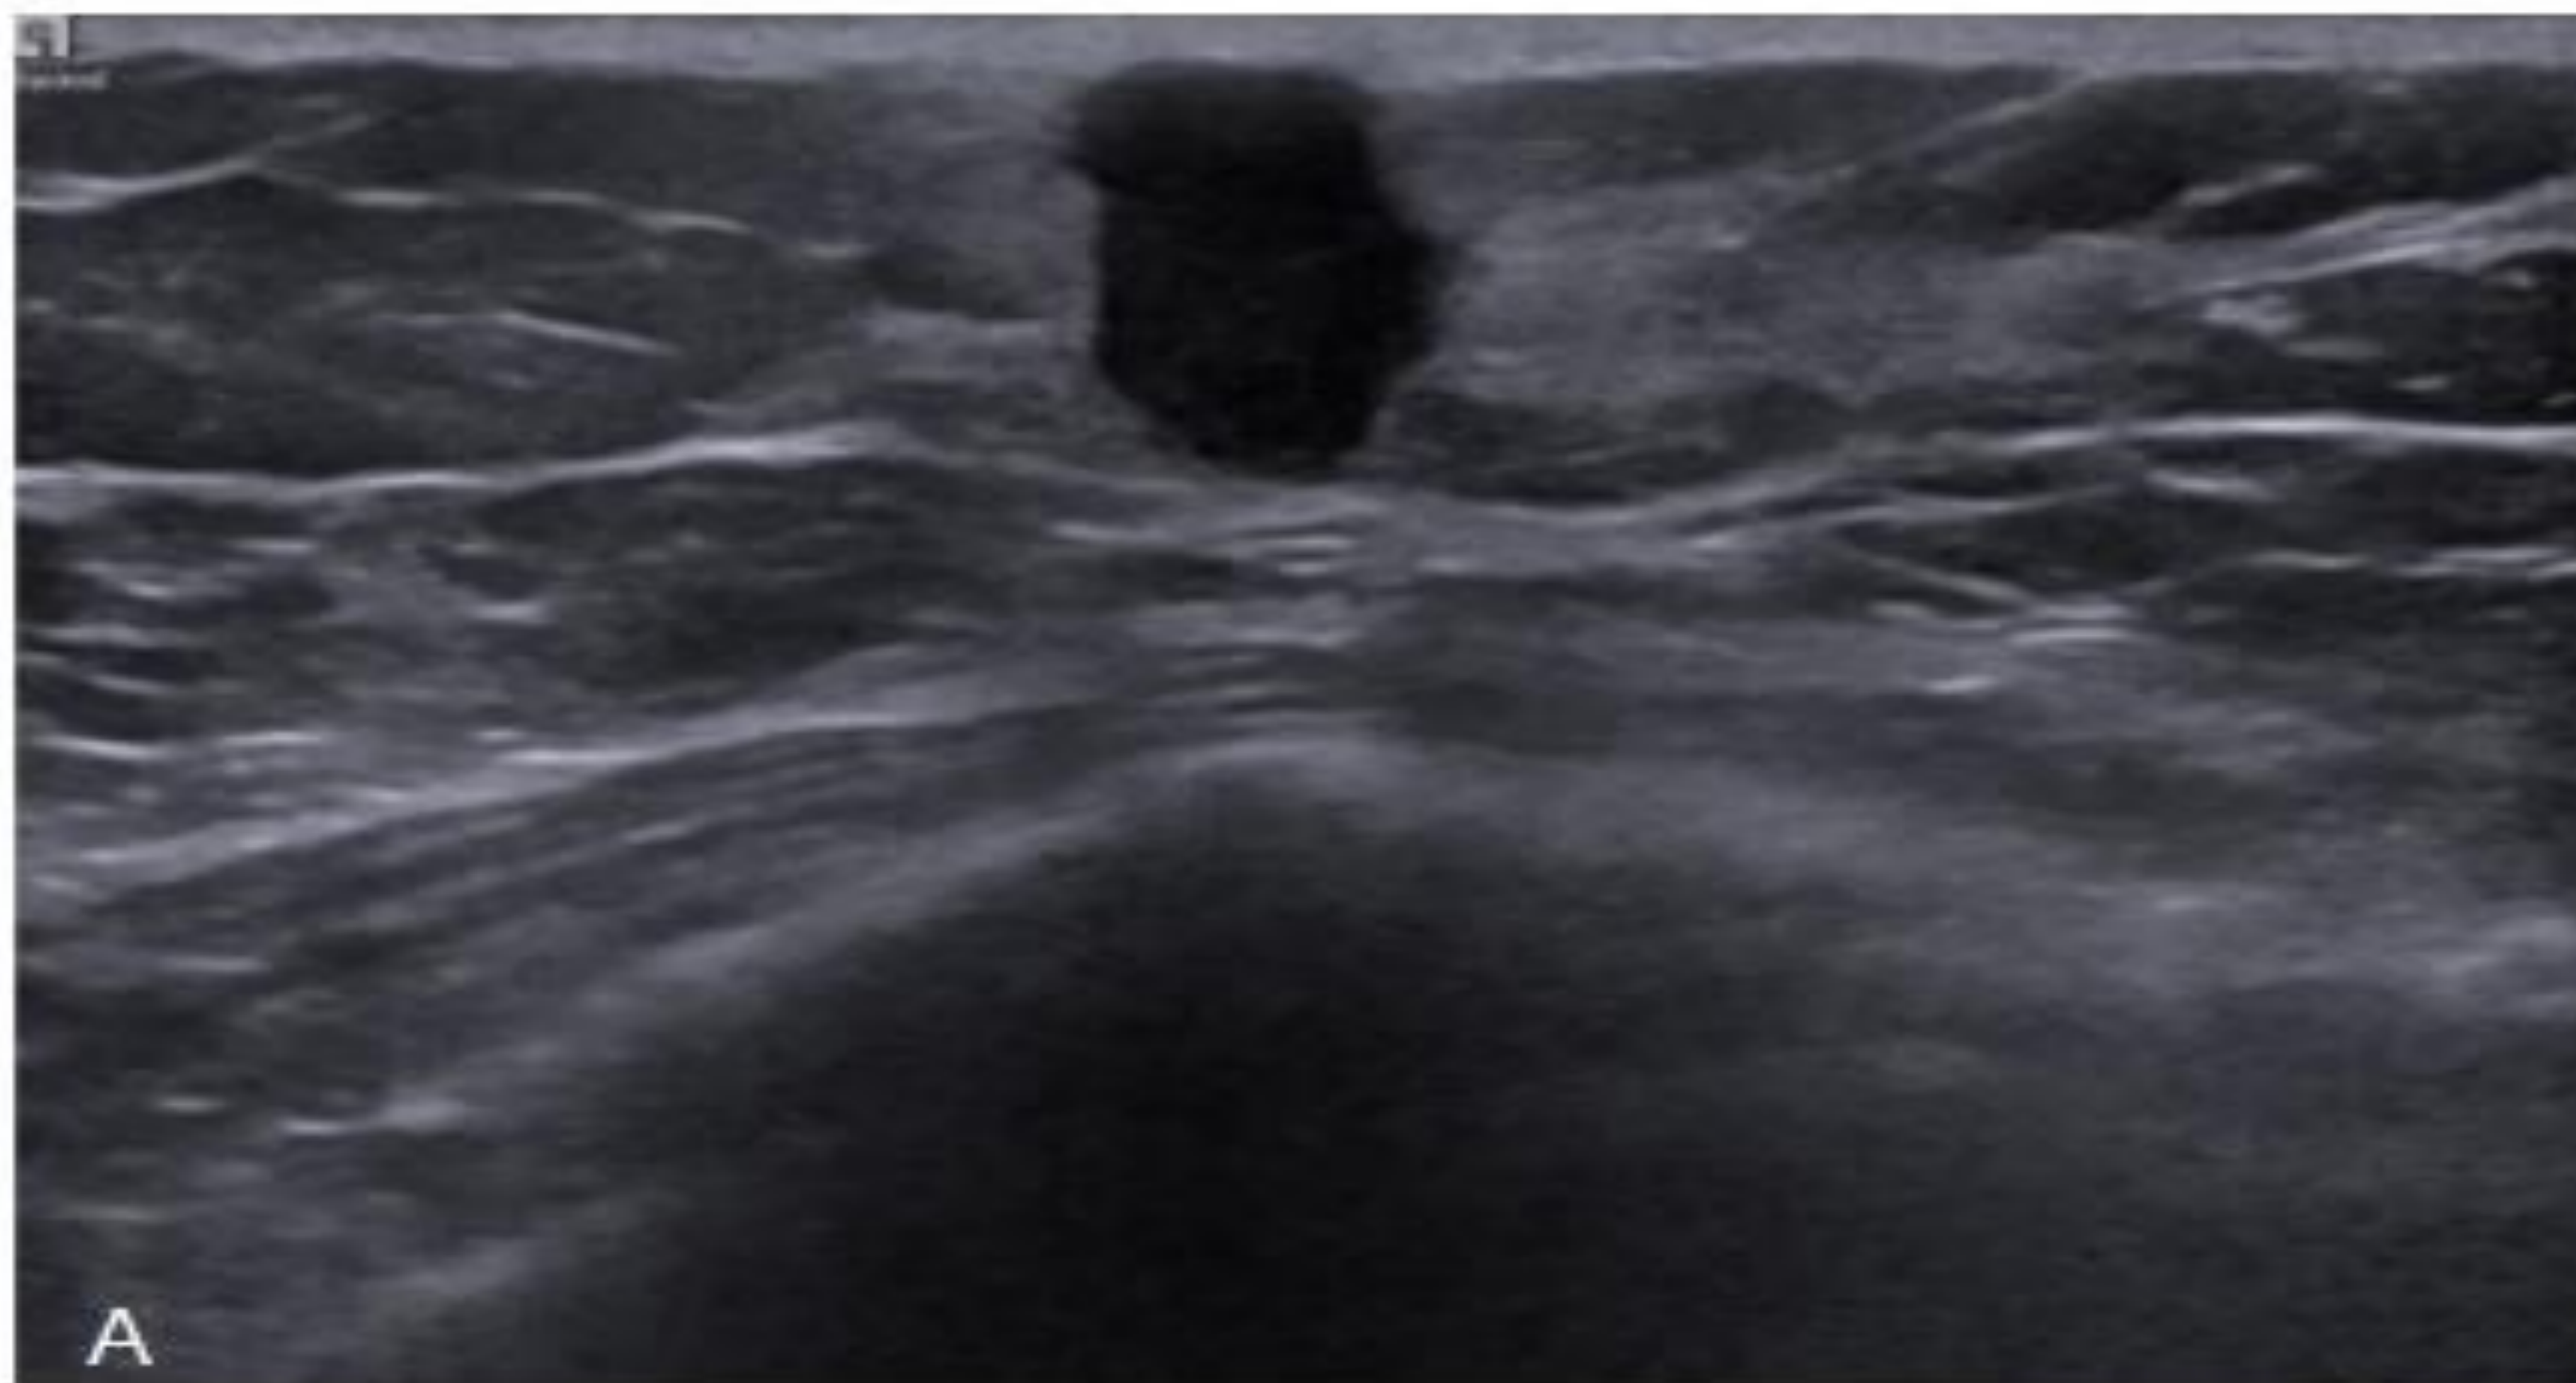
Paciente con nódulo palpable, de 48 años. A) En ecografía, nódulo sólido hipoecogénico, de orientación antiparalela y bordes indistintos. B) En cuadrantes inferiores de la mama derecha en la tomosíntesis OML, nódulo de borde espiculado (BI-RADS® 5). C) En CESM de baja energía, nódulo en cuadrantes inferiores. D) Imagen re combinada con patrón de captación de fondo medio, de predominio en cuadrantes superiores de ambas mamas, simétrico, que limita la valoración de la captación del nódulo descrito, además de su visualización parcial.
